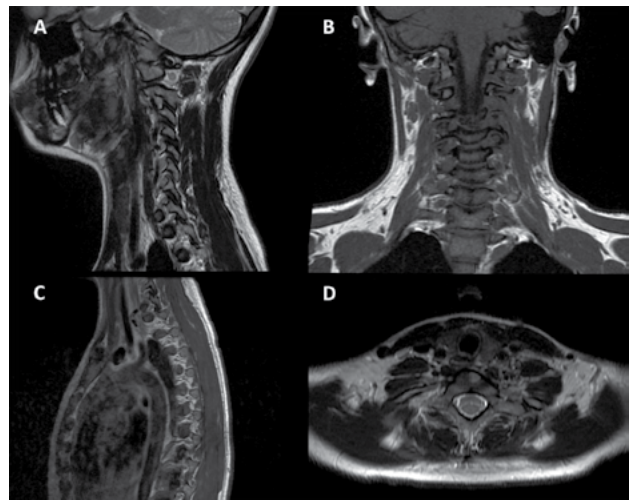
Resonancia post quirúrgica que evidencia la exéresis completa del tumor. A y C) Cortes sagitales. B) Corte coronal. D) Corte axial.
